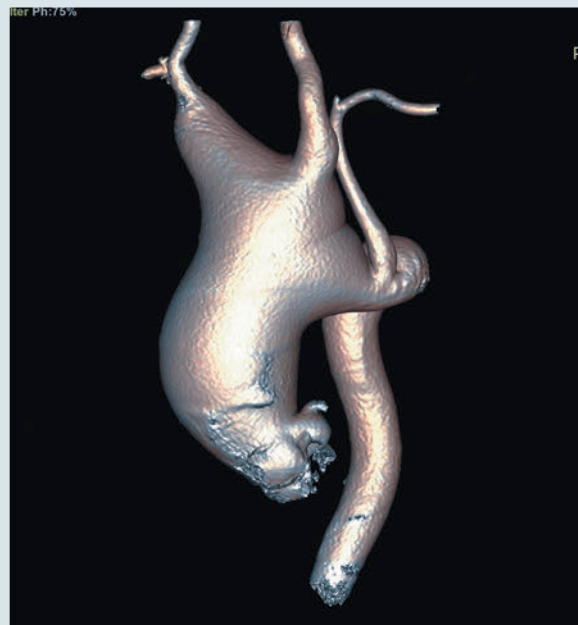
Дані МСКТ. Двостулковий аортальний клапан, аневризма висхідного відділу аорти з переходом на дугу до гирла підключичної артерії, звуження сегмента А до 14,0 мм з наявністю перегину (коарктації) і на рівні Боталової зв'язки, постстенотичний діаметр аорти – до 21,8 мм, дилатація проксимального відділу плечоголового стовбура (до 29 × 26,5 мм), лівої загальної сонної артерії (16,1 мм) та лівої підключичної артерії (10,9 мм)
